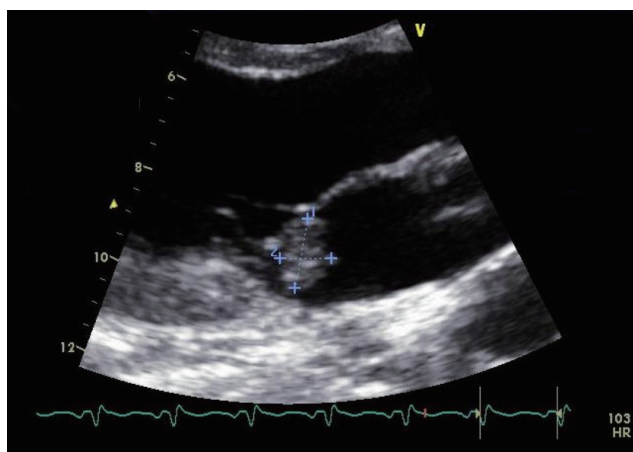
Transthoracic echocardiography showed a huge, hypermobile vegetation (demarcated by 4 crosses) on a posterior leaflet of the mitral valve at hospital day 9.
